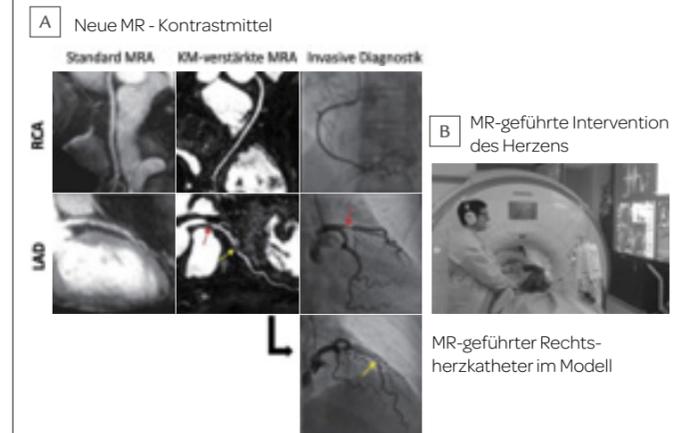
Forschungsansätze A Im Vergleich zur Standard-MRA der Koronarien ermöglichen neue Kontrastmittel eine deutliche Verbesserung der Bildqualität. Somit lassen sich hochgradige (rote Pfeile) und mittelgradige (gelbe Pfeile) Stenosen der Koronargefäße auch im Vergleich zur invasiven Koronarangiografie mit der MRT gut darstellen (adaptiert von doi.org/10.1161/CIRCIMAGING.123.015404). Noch sind diese Kontrastmittel allerdings nicht verfügbar. B MR-geführte kardiologische Interventionen könnten in Zukunft den vollständigen Verzicht auf ionisierende Strahlung ermöglichen. Diese Verfahren sind Gegenstand aktueller Forschung.
